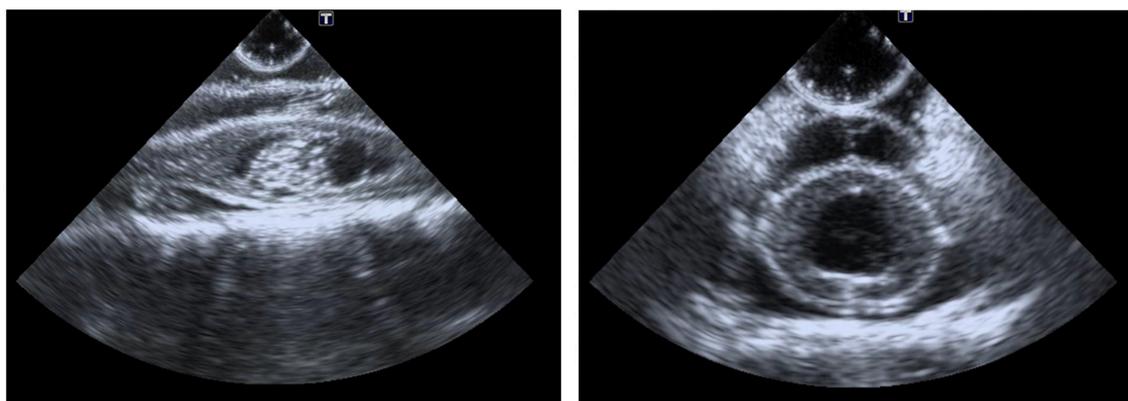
Ecografía intraoperatoria de ependimoma.
